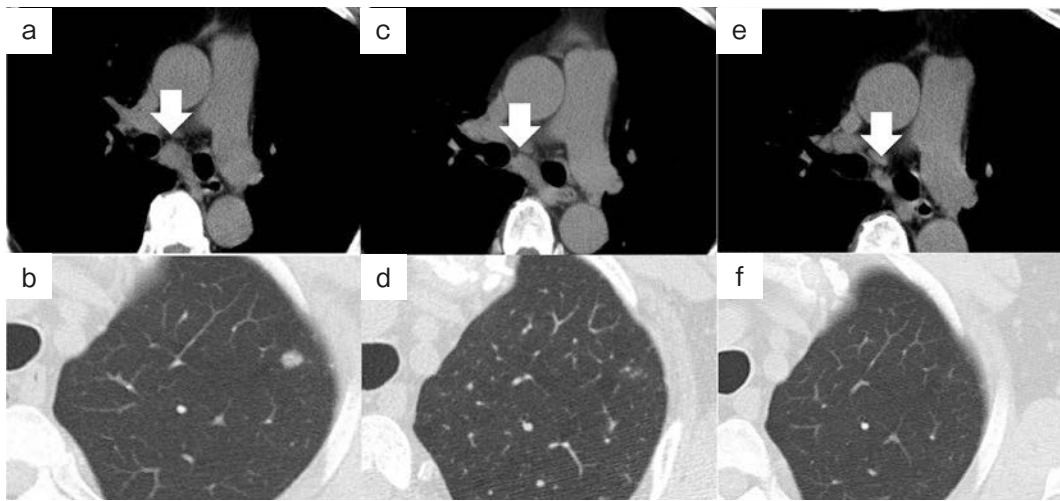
Chest computed tomography (CT) findings. (a, b) CT findings on admission showed mediastinal lymphadenopathy (arrow), and nodules in the right upper lobe and left upper lobe. (c, d) CT performed 22 days after the start of crizotinib showed the disappearance of nodules and shrinkage of mediastinal lymphadenopathy (arrow). (e, f) CT performed 3 days after discontinuation of crizotinib 100 mg daily (day 102): mediastinal lymphadenopathy had shrunk further and the nodules had not reappeared (arrow).
